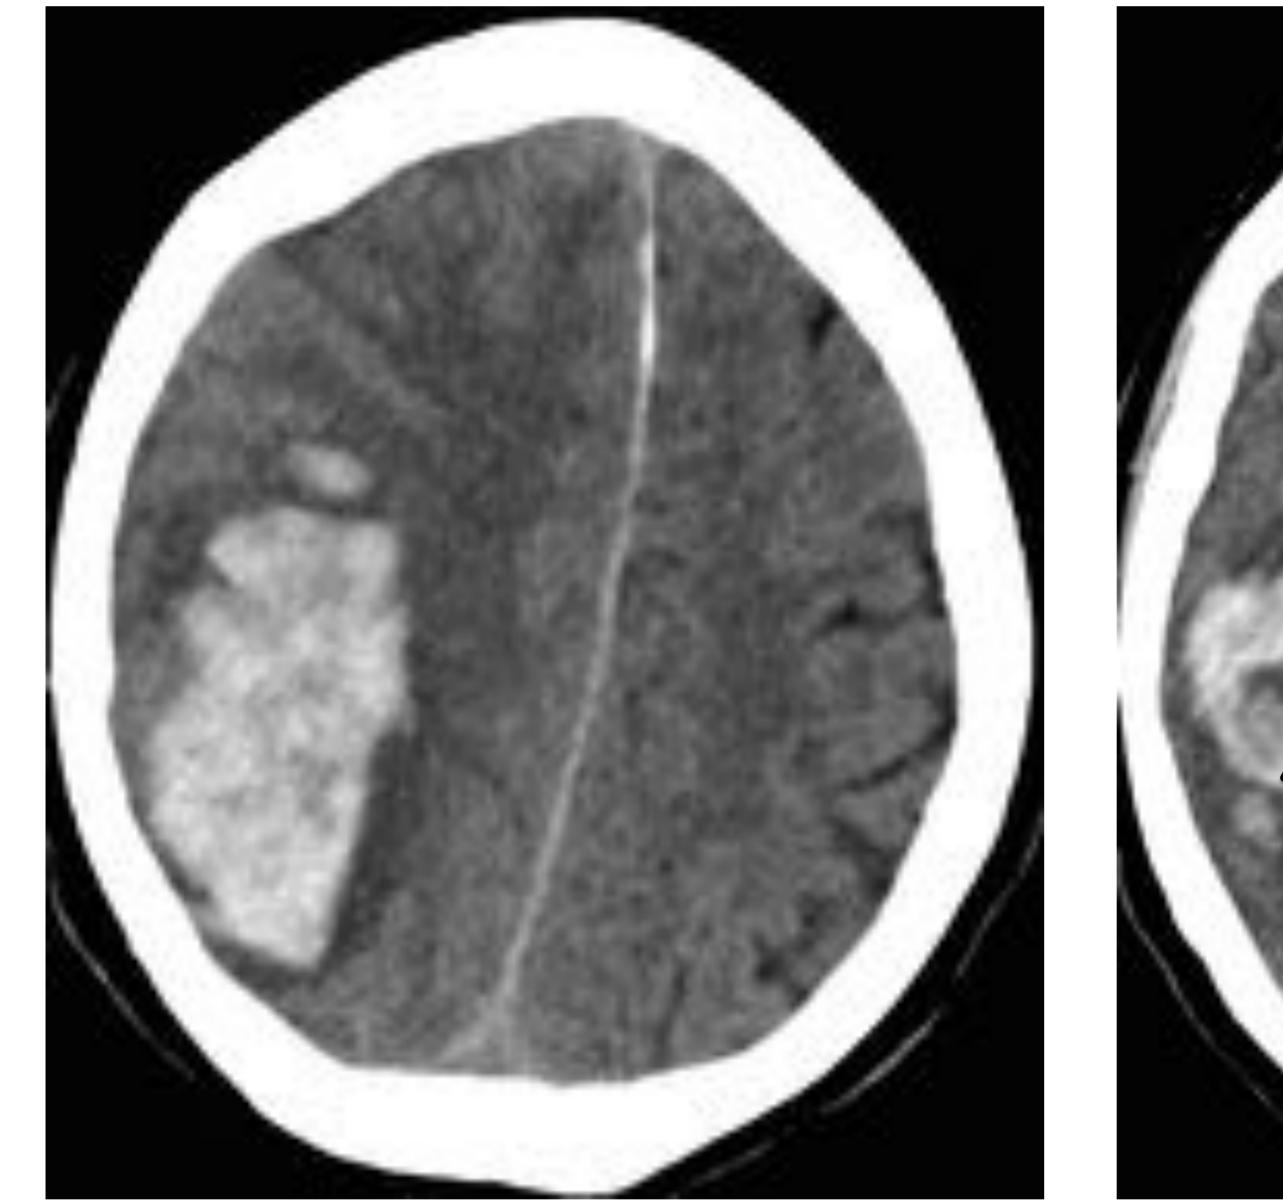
A). Paciente de años con episodio agudo de afasia y disartria. En CT sin CIV no se identifican colecciones hemorragicas. Están presentes signos precoces de infarto con pérdida de la diferenciación de sustancia gris-sustancia blanca y discreta hipodensidad parenquimatosa en territorio de ACM izquierda (flecha). B) Se realiza un CT a las 6 horas del inicial por empeoramiento clínico con somnolencia y mutismo tras fibrinolisis que muestra hemorragia aguda intraparenquimatosa frontoparietotemporal izquierda con componente de HSA y hematoma subdural en covexidad izquierda asociados. Se observa extensa hipodensidad parenquimatosa y borramiento de los surcos en más de 1/3 del territorio de ACM izquierda en relación con infarto establecido. Existe efecto de masa sobre VLI con discreta desviación de la linea media hacia el ado contralatera.
